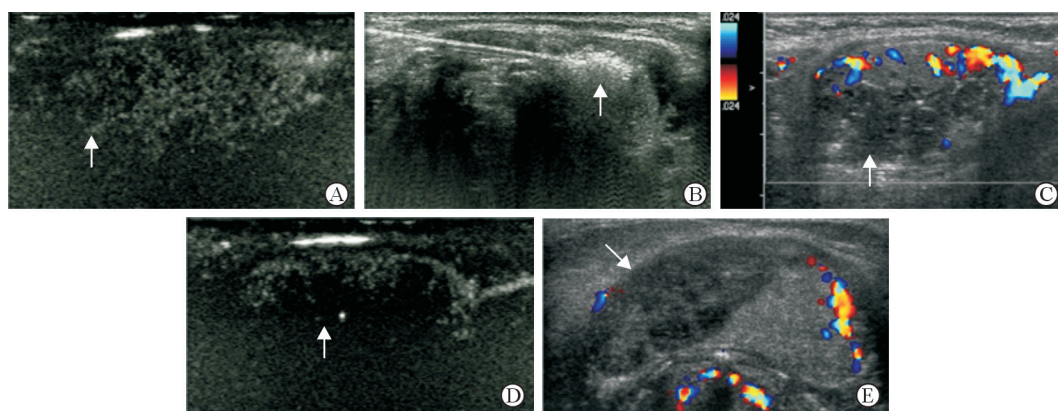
病例1颈部超声引导下异位甲状腺结节微波消融治疗及随访声像图
